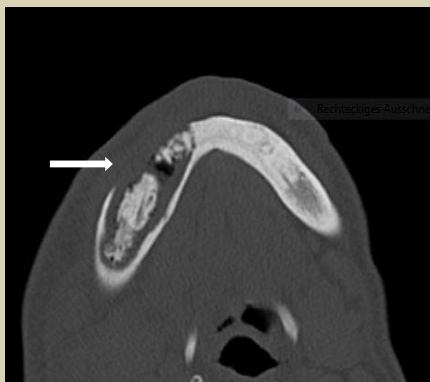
Sequesterbildung im Unterkieferbereich (CT und DVT); die Unterkieferkontinuität ist basal noch erhalten
